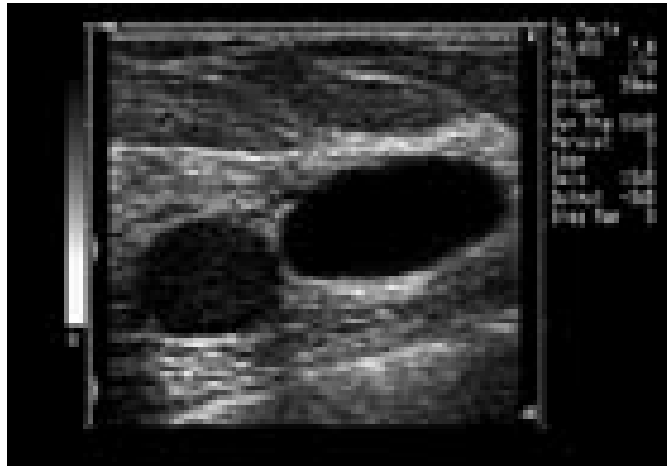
La ecografía realiza el diagnóstico diferencial entre la imagen econegativa correspondiente a quiste y la imagen sólida correspondiente a fibroadenoma
